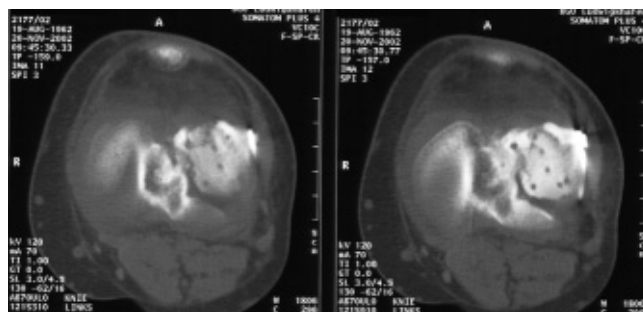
Röntgenbild Querformat.
